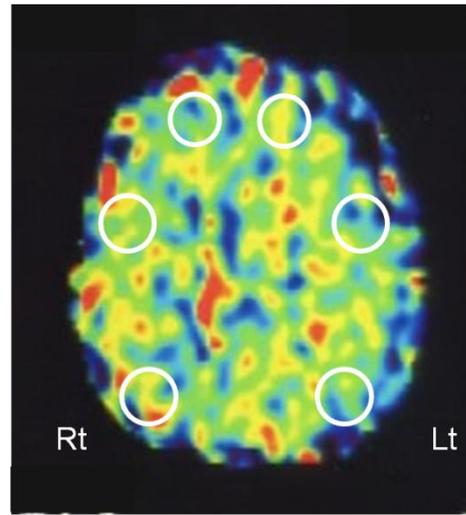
PET検査rCBF a:2009.7.30, b:2009.11.26に撮影
